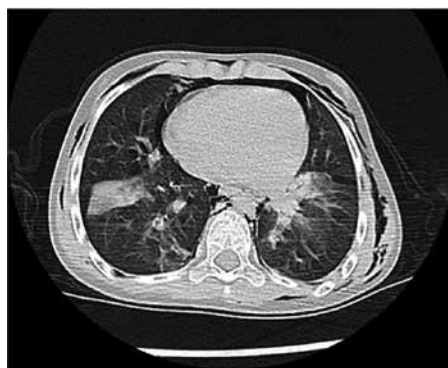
TC Torace, sezione trasversale.
